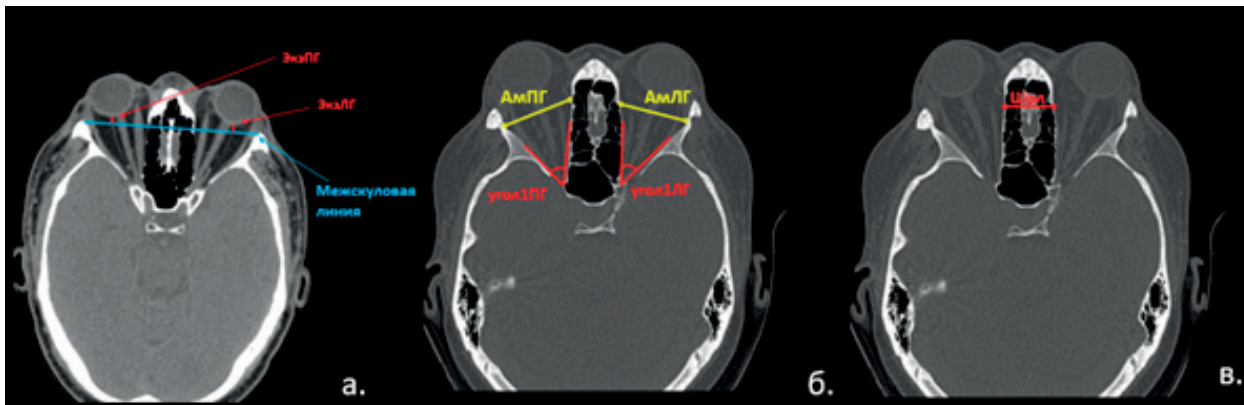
КТ, аксиальные срезы: а – измерения показателей Экзофтальм ПГ, Экзофтальм ЛГ, б – измерения показателей Ам ПГ и Ам ЛГ; угол 1 ПГ и угол 1 ЛГ, в – измерения показателя Шрл
